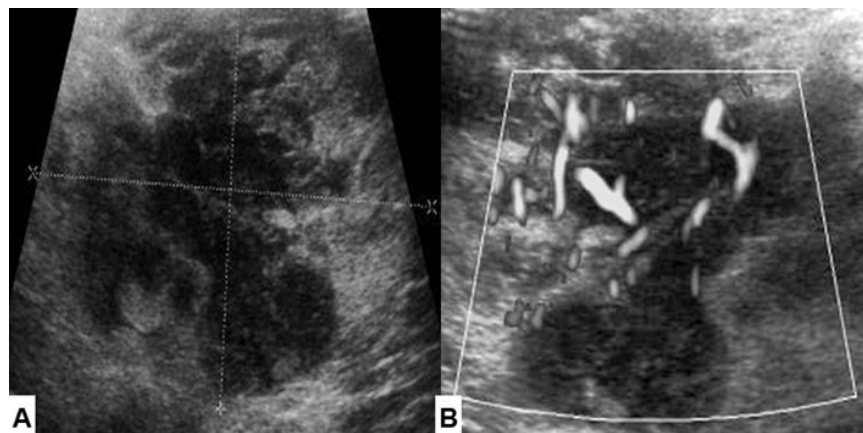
Ecografía de partes blandas de la vulva. A). Tumoración sólida de 6 x 4 centímetros en tejido subcutáneo en la región externa del labio derecho vulvar. B) *Doppler* color que muestra intensa vascularización.
